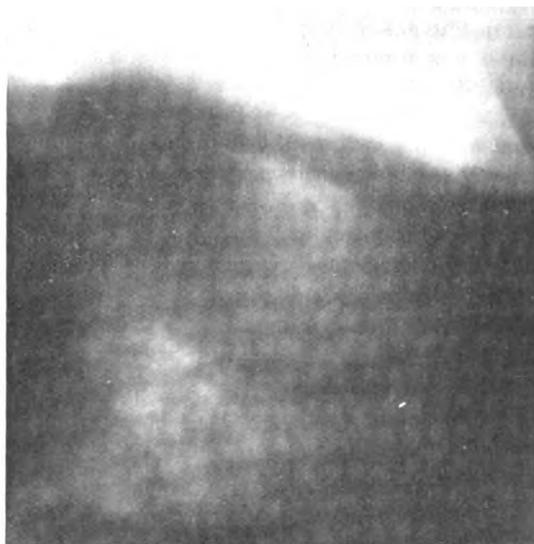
Image radiographique du cœur en position latérale gauche.
